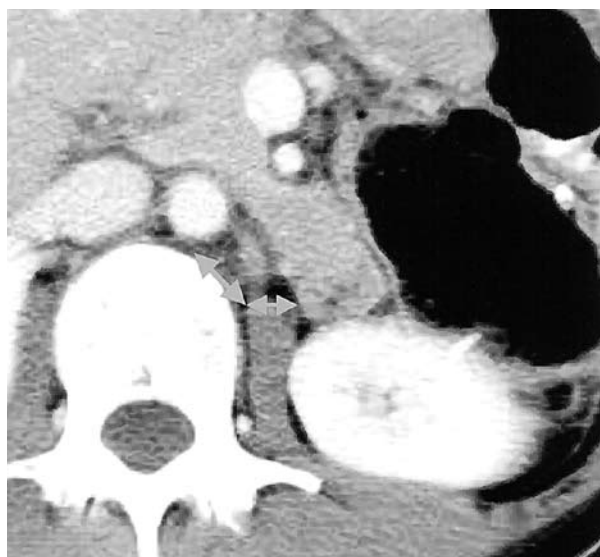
Abdominal computed tomography (CT) after 1 course of chemotherapy revealed lymph node recurrence. The para-aortic lymph node recurrence was markedly reduced in size (arrow).
